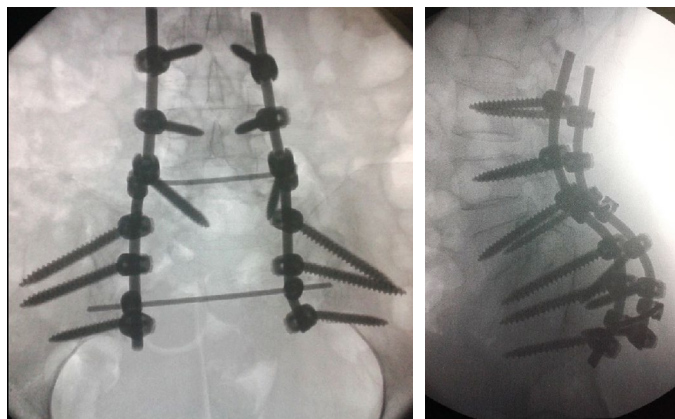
Рентгенограммы пациентки Н. в прямой и боковой проекциях через 6 месяцев после операции
